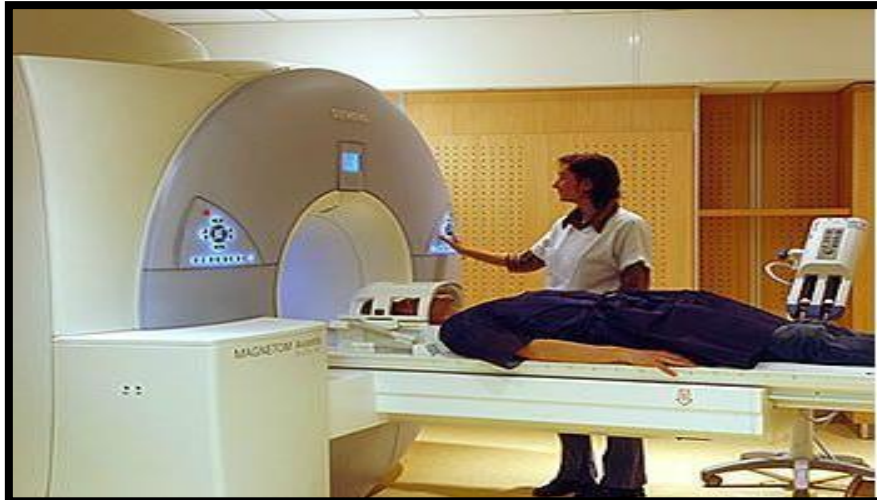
Appareil d'IRM.
